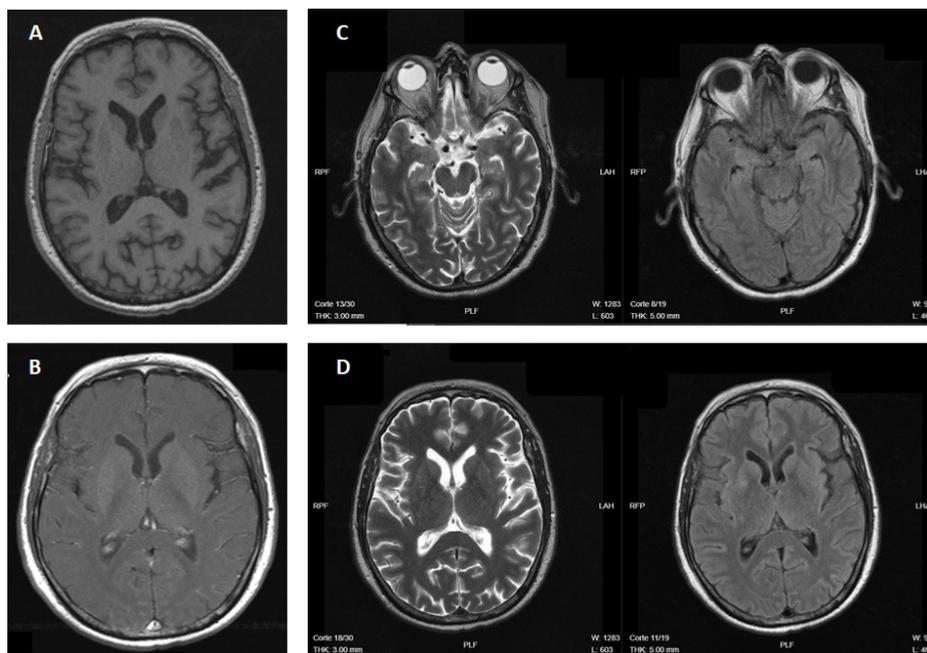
RNM cerebral contrastada. Se muestran cortes axiales de secuencias A. T1, B. T1 contrastada, C. y D. T2 y FLAIR
